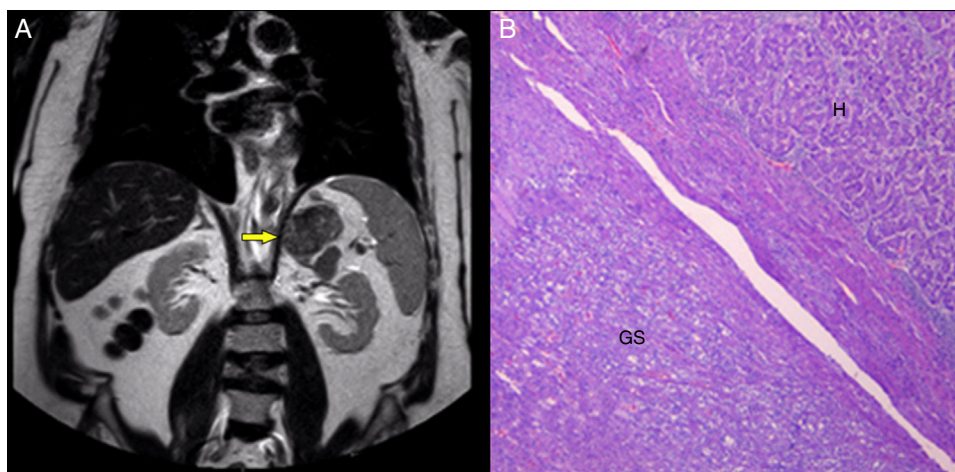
A) RM de la metástasis en la glándula suprarrenal izquierda (flecha). B) Tinción hematoxilina-eosina de la metástasis del hepatocarcinoma (H) junto al tejido suprarrenal normal (GS).
